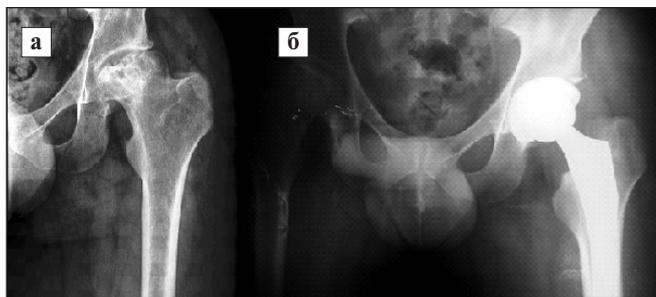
Рентгенография левого ТБС до (а) и после (б) тотального эндопротезирования
